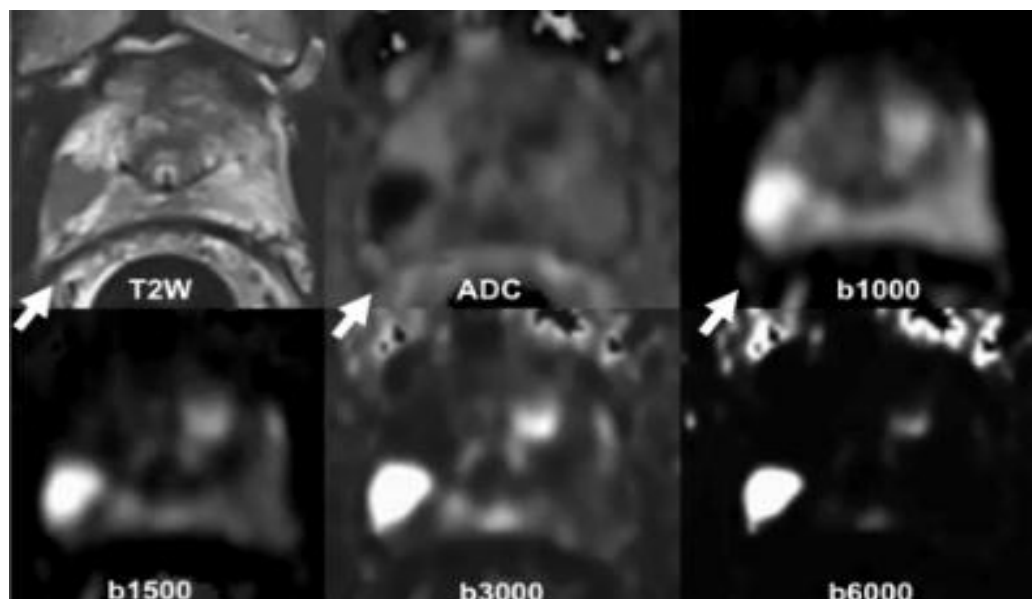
IRM de diffusion – La tumeur (score PIRADS 4) est en hyposignal T2 (flèche). Sa visibilité sur l'IRM de diffusion augmente quand on augmente la valeur du gradient de diffusion (valeur de b), alors que le signal de la prostate bénigne s'éteint progressivement. Le coefficient de diffusion (ADC) est bas. Tumeur de score de Gleason 3+4 à la biopsie ciblée.
